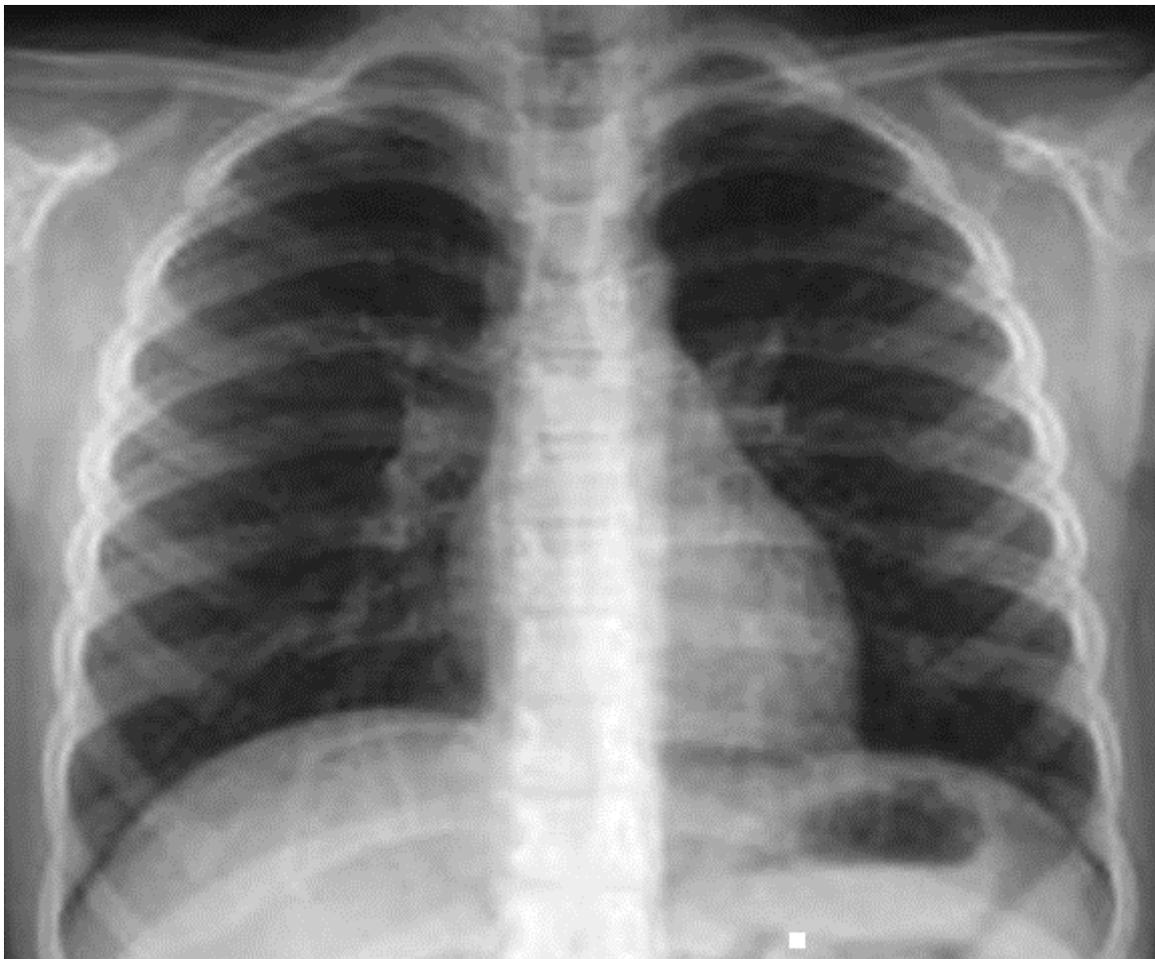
Radiographie du thorax de face d'un patient hospitalisé pour crise d'asthme sévère
